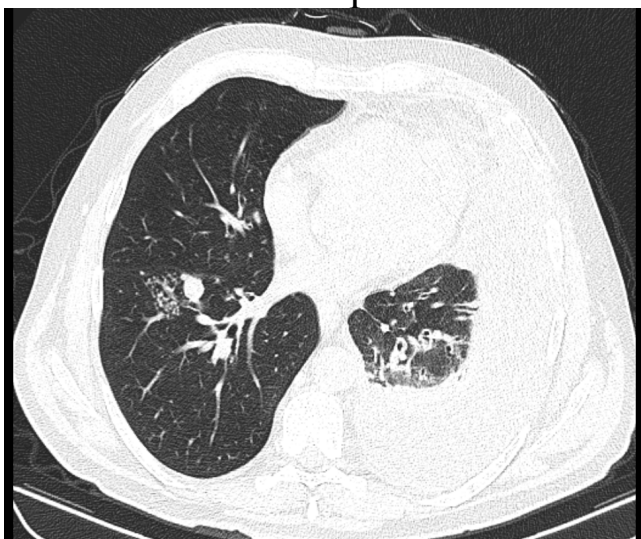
Tomografie computerizată toracică. Aspect de “tree in bud” la nivelul parenchimului pulmonar drept.
